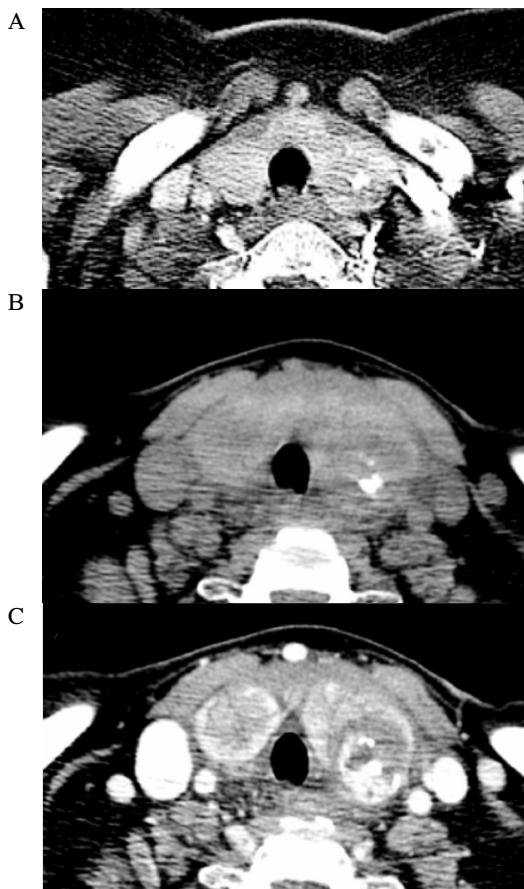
CT of chest and neck. A. Chest CT revealed calcified nodule in left lower lobe of thyroid. B. Neck CT without contrast-enhancement revealed diffuse enlargement of thyroid gland with heterogeneous hyper-attenuated area suspicious for intra thyroidal hemorrhage. C. Neck CT with enhancement revealed diffusely enhanced thyroid gland with highly enhanced area in left lower lobe of thyroid.
